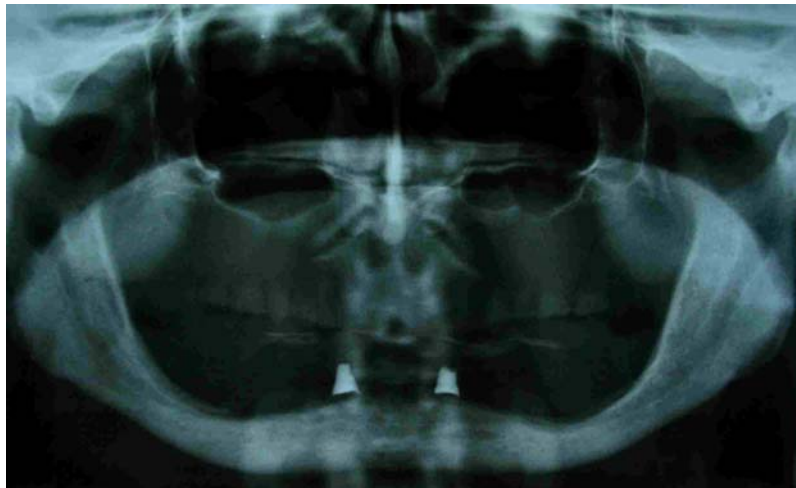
Orthopantomographie avec le guide radiographique en place.
